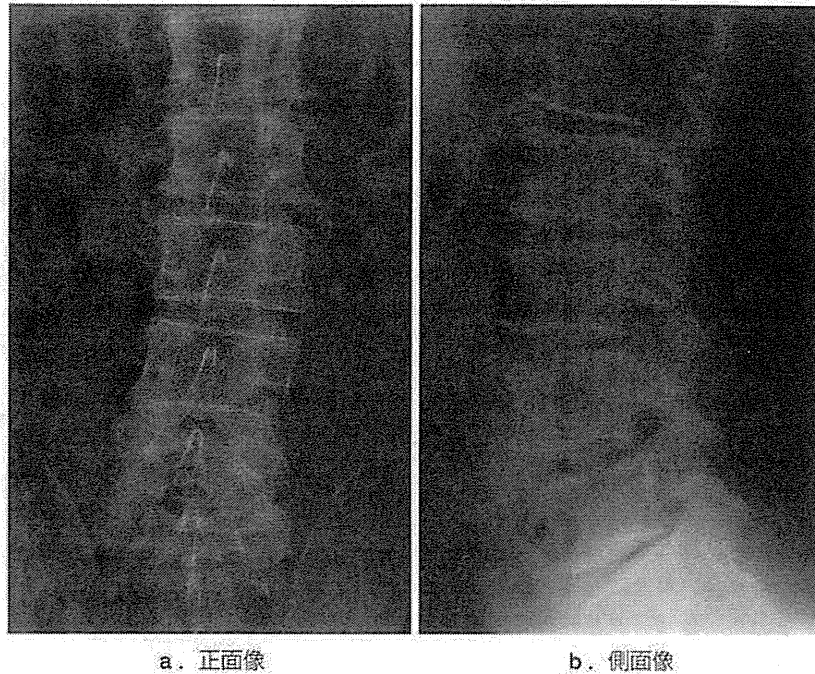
症例. 72歳, 男. 単純X線像. 主訴は右下肢痛であった. X線像では軽度の変性側弯を認めるが, 椎間板楔状化や変性すべりは認めない.
